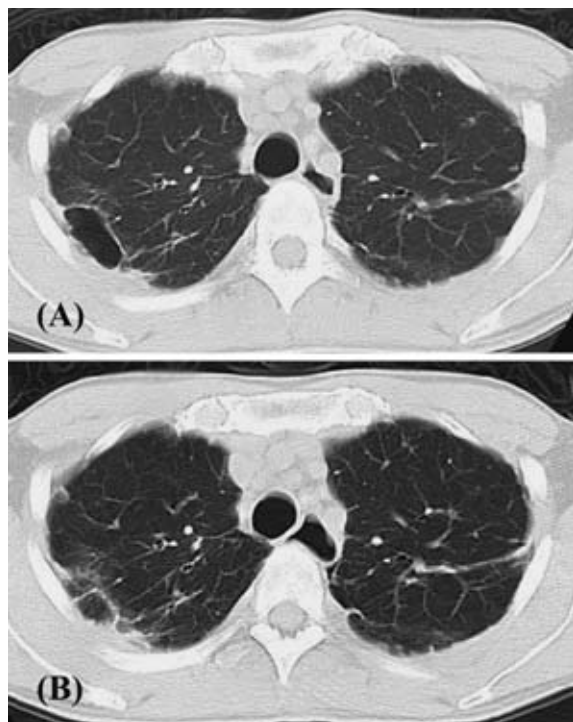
(A) Chest computed tomography after three months of steroid therapy showed the cavity lesion with a thin wall. (B) The same lesion was smaller after a further 3 months.
